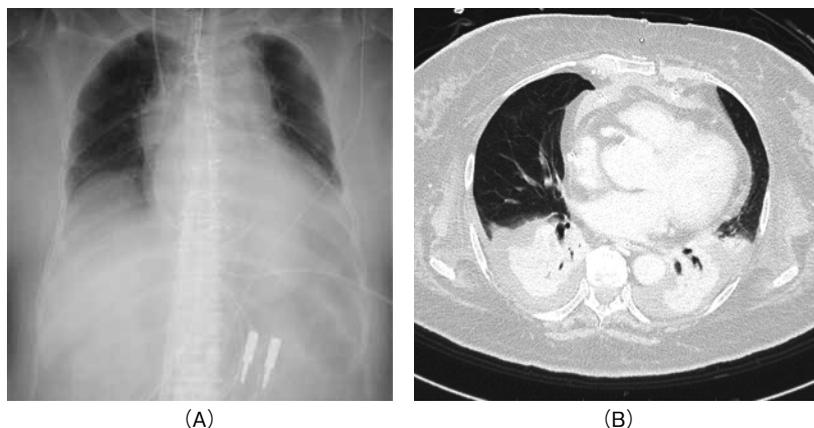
Chest X-ray and computed tomography scan at the beginning of physical therapy
